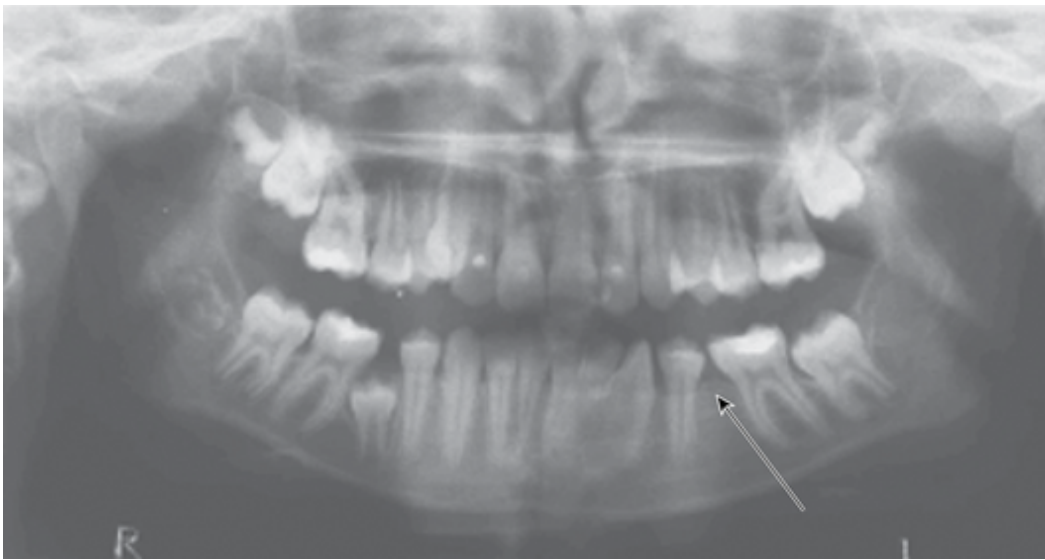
Ортопантомограмма пациента 12 лет. Вторичная адентия 3.5 зуба (стрелка), задержка прорезывания 4.5 зуба
